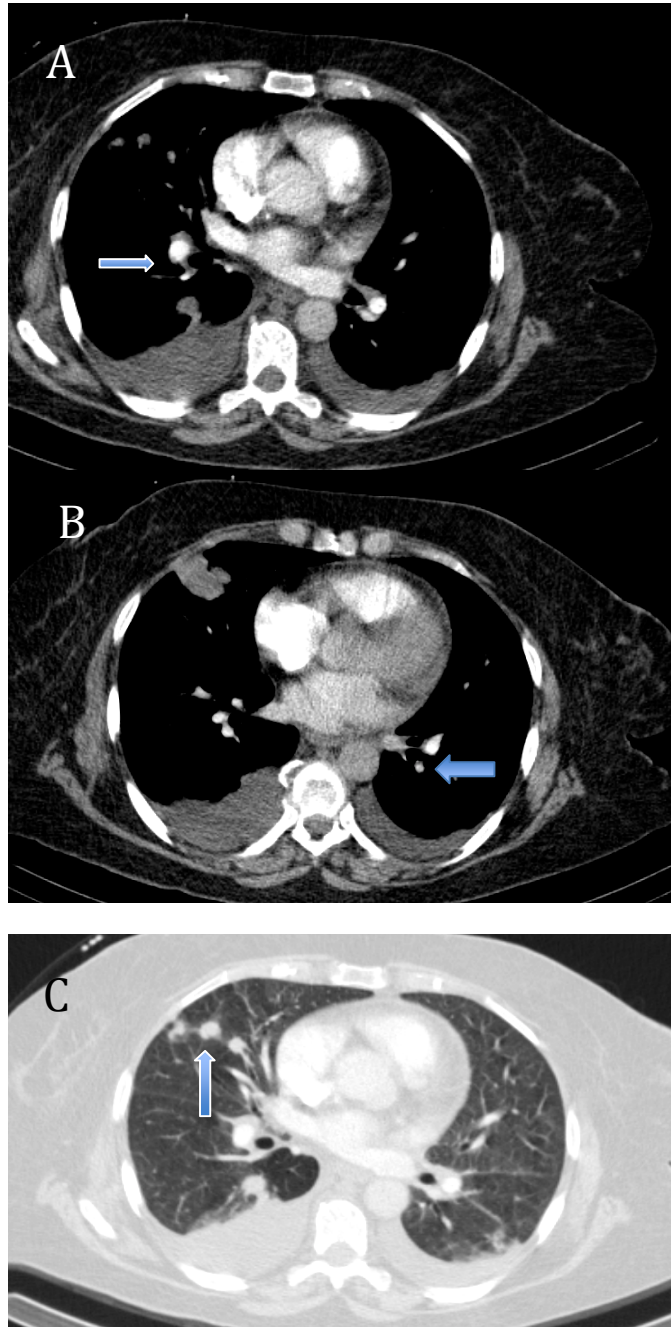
Estudio CTA indeterminado. A. (Flecha), se observa un defecto de repleción pegado a la pared. B. (Flecha), se observa un relleno insuficiente de los vasos distales que podrían ser motivos técnicos, por lo que el estudio no es concluyente. Las imágenes del parénquima pulmonar (C) muestran múltiples nódulos pulmonares compatibles con metástasis. El estudio corresponde a una paciente mujer de 66 años, sin alergias medicamentosas
